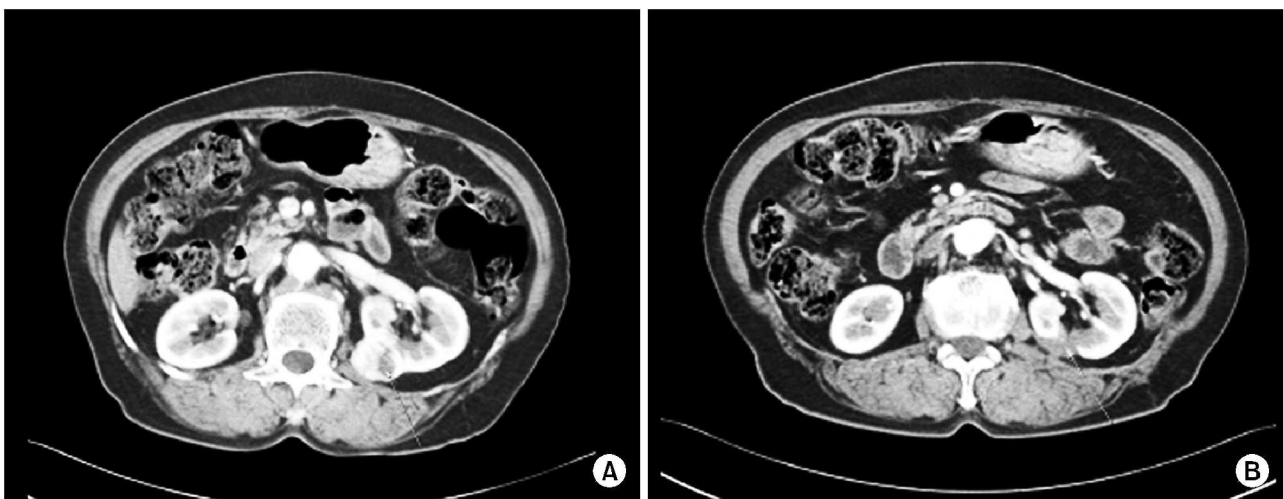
Computed tomography (CT) imaging before and 12 month after cryotherapy. CT imaging before and 12 month after cryotherapy. Sequential change of the cryolesion as seen on CT. (A) Before cryotherapy, the left renal tumor (size: 3.2cm, well enhanced) is indicated by the arrow. (B) The cryolesion 12 months after cryotherapy (size: 1.6cm, not enhanced) indicated by the arrow. Follow-up CT scanning 12 months after cryotherapy showed contraction and shrinkage of the cryoablated tumor and the nonenhancing defect in the cryoablated area.
